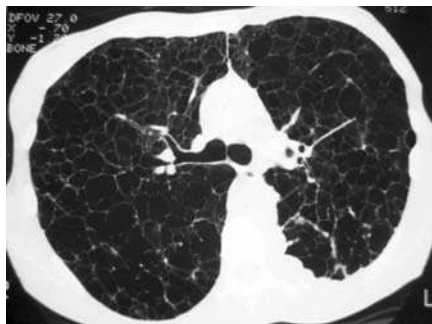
Tomografía computarizada torácica de una paciente con linfangioleiomiomatosis. Se observan múltiples quistes de paredes finas que ocupan la práctica totalidad del parénquima pulmonar a nivel del corte realizado.
